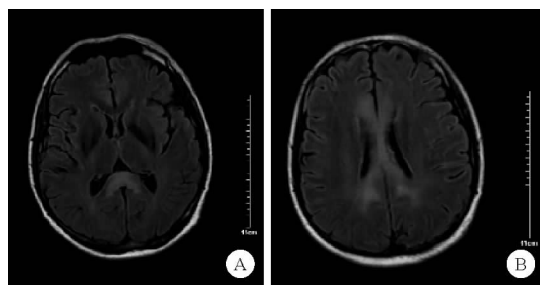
2022年12月9日患者复查头颅MRI检查结果
